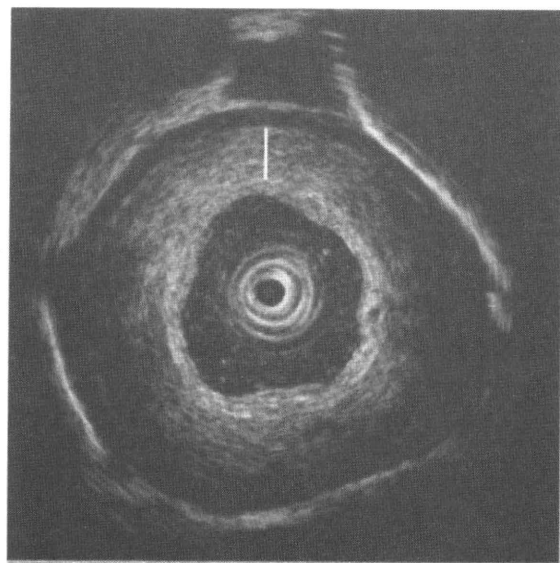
好酸球性食道炎例の超音波内視鏡検査。著明な食道壁の肥厚をみとめる (文献 24 より引用)。
